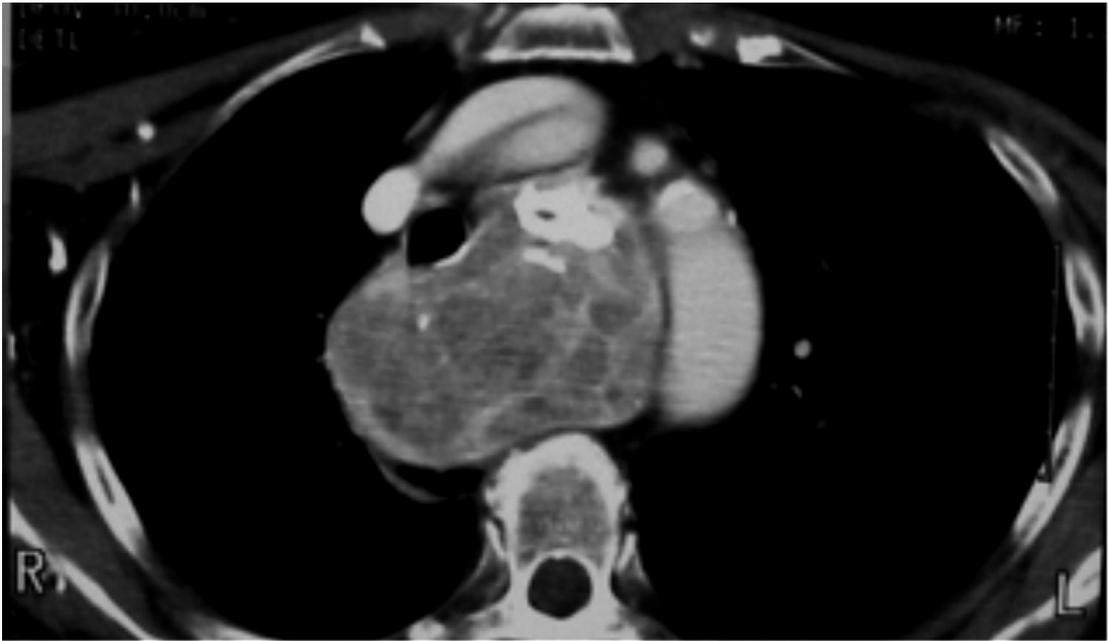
TDM cervico-thoracique injecté en coupe axiale : volumineux goitre rétrotracheal avec extension sous l'arc aortique.
